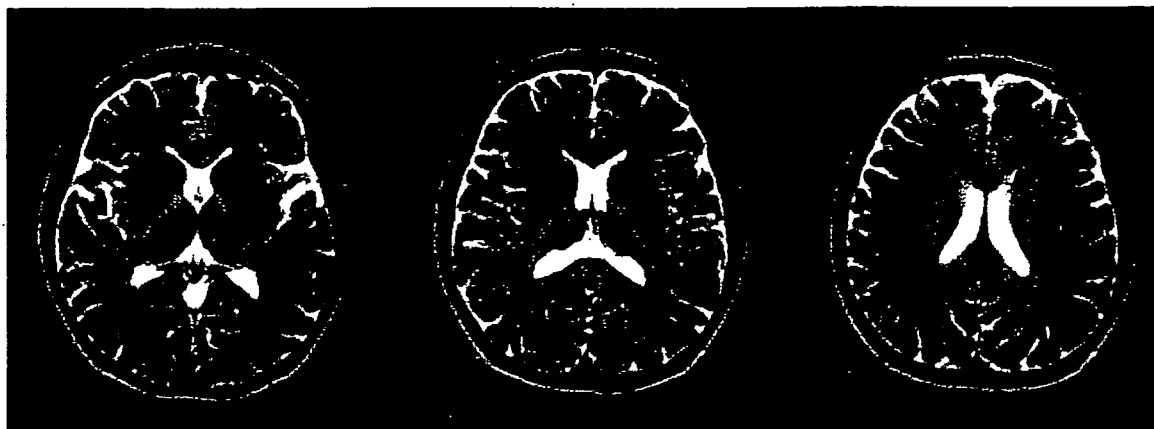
● トルエン依存症例の MRI 画像 (19 歳, 女性)
